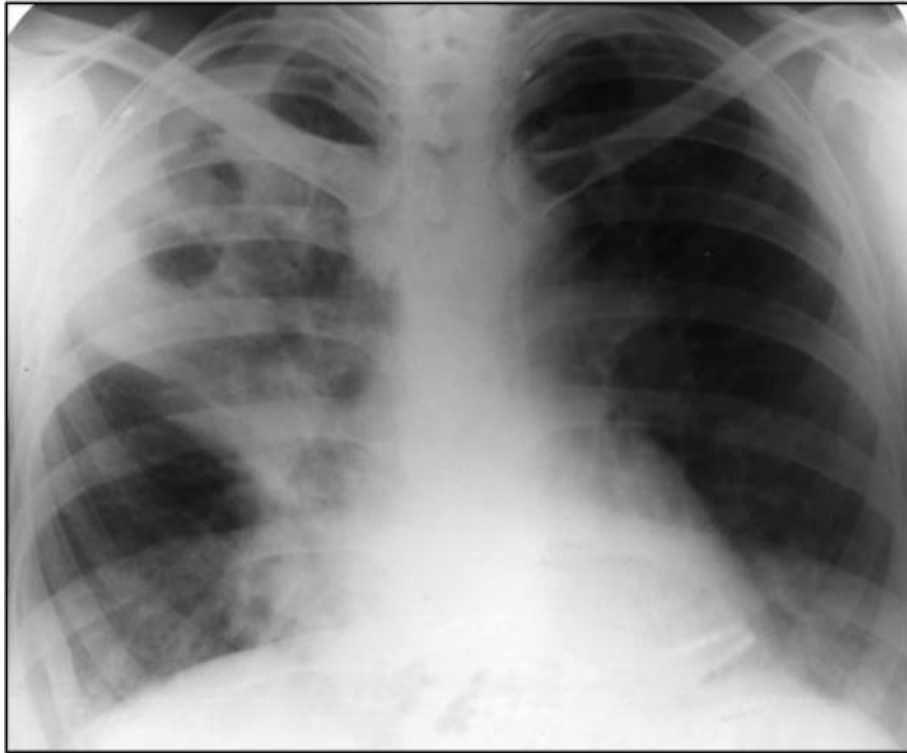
Рентгенограма у прямій проекції. Інфільтративний туберкульоз правої легені у фазі розпаду
